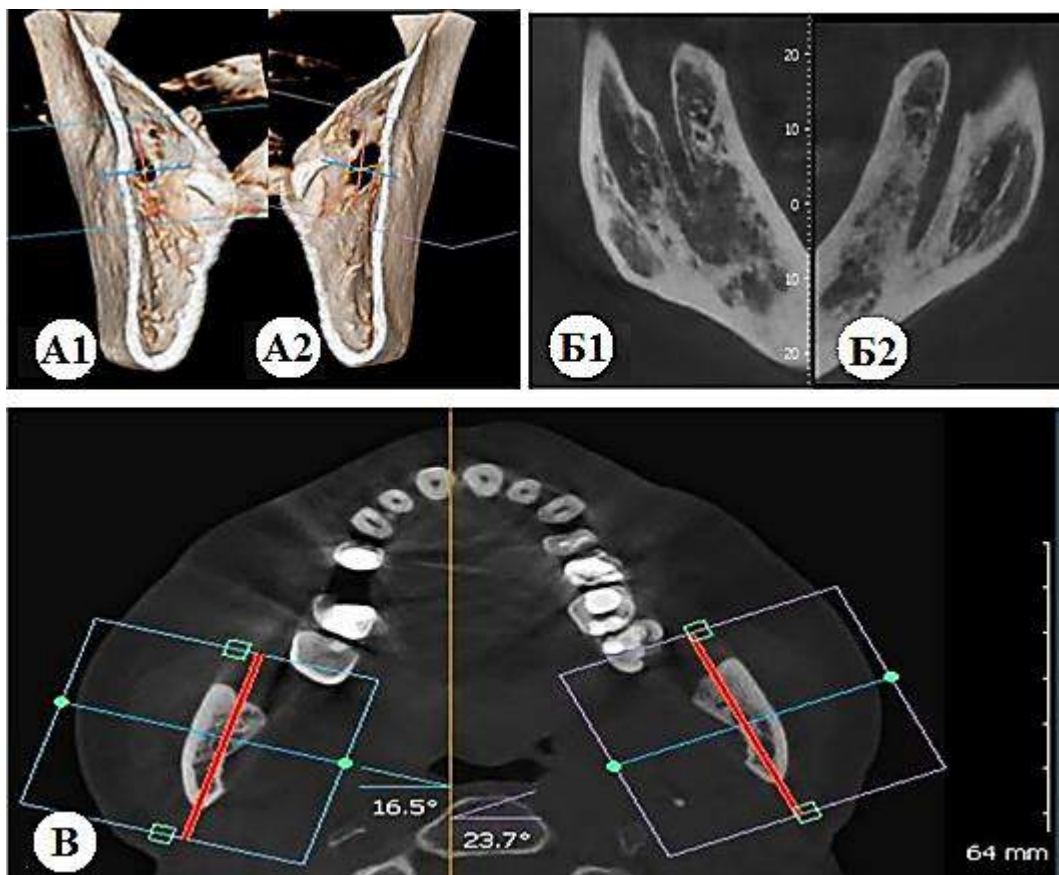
Рентгенологічний метод дослідження напрямку прокладання каналу НЩ, $\emptyset^\circ$: A1, A2 – корональний зріз НЩ; B1, B2 – корональний (smart) зріз; B – аксилярний (осьовий) зріз НЩ.
